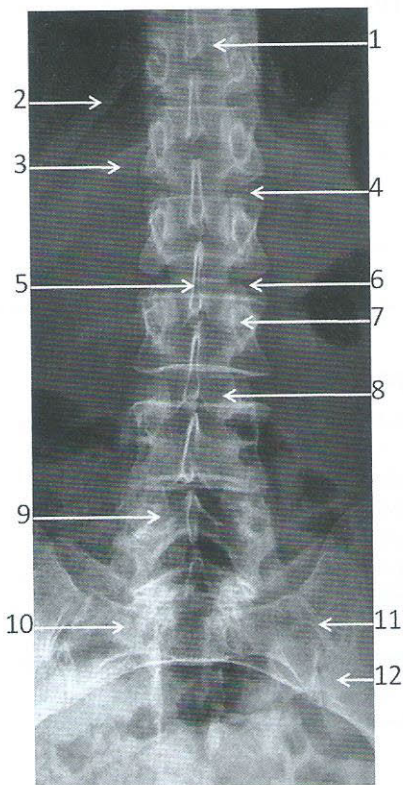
Radiographie du rachis lombaire de face
